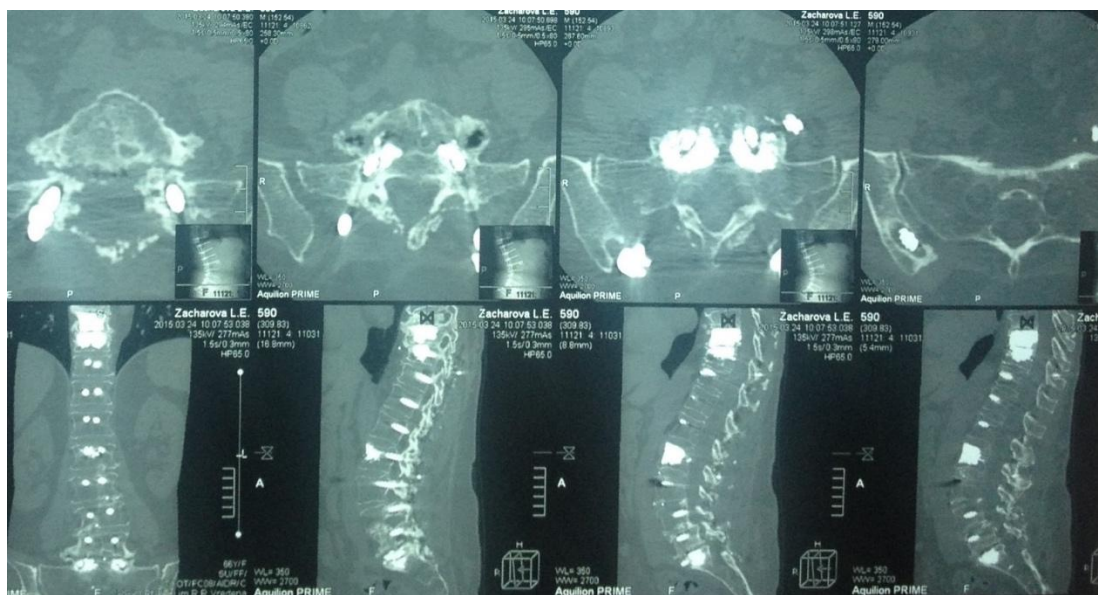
КТ пациентки З., 63 лет. 18 месяцев после операции
